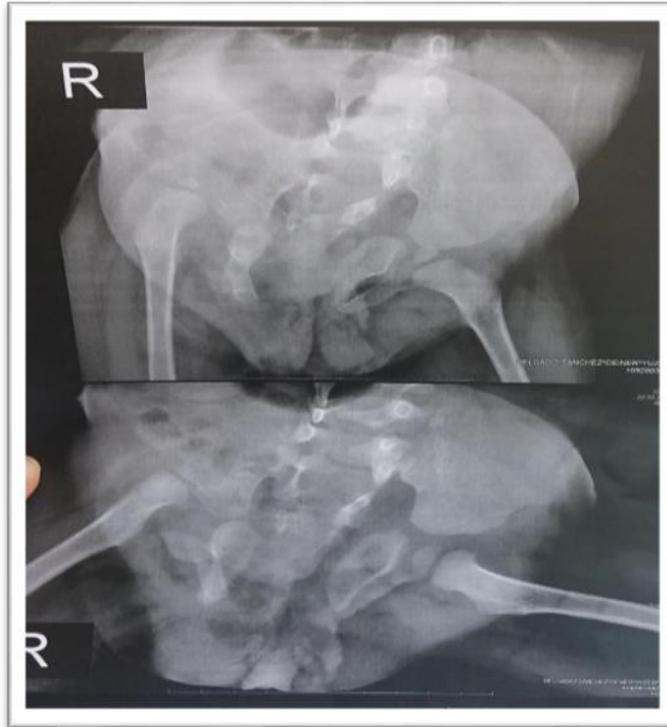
Radiografía de pelvis, tomada 21 mayo 2018.
